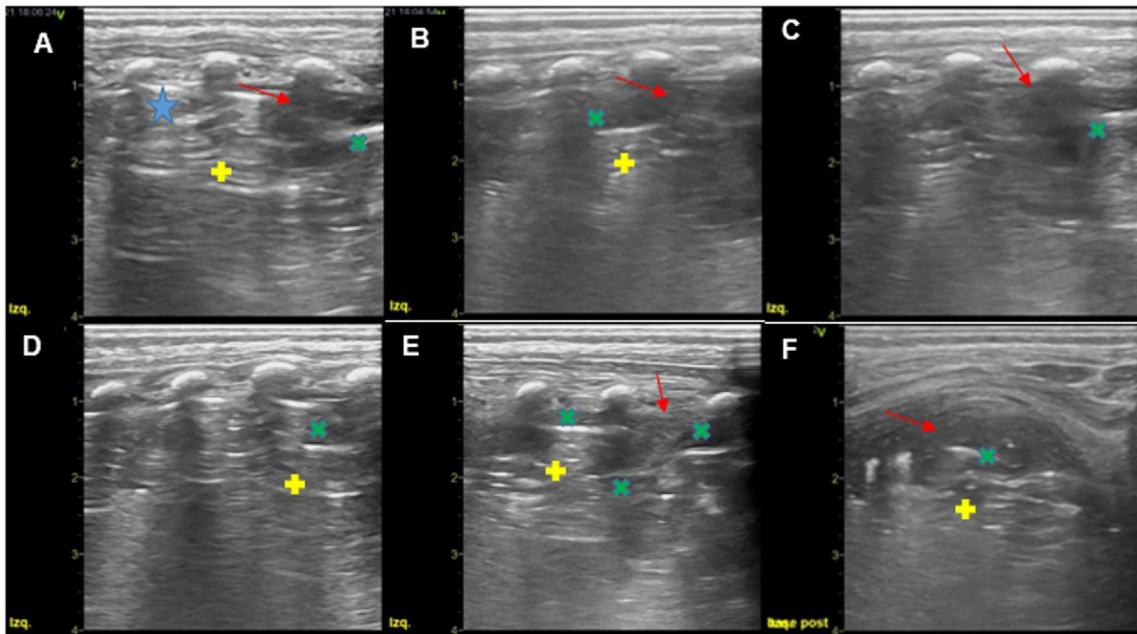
Ecografía pulmonar a los 10 días de ingreso. Sonda lineal 11L. A-E) Plano longitudinal en hemitórax posterior izquierdo (LLI): consolidación (flechas, color rojo) con artefactos hiperecogénicos lineales estáticos en su interior (signo ×, color verde y signo +, color amarillo). Este artefacto se genera por el cambio de impedancia entre parénquima pulmonar tisulizado y el neumatocele. A) Debe diferenciarse del artefacto ocasionado por neumotórax residual (estrella, color azul): Línea pleural sin deslizamiento y presencia de líneas A. E) El artefacto del neumatocele está rodeado de parénquima tisulizado (signo ×, color verde). F) Plano transversal en base posterior izquierdo: tisulización del parénquima correspondiente a la consolidación (flecha, color rojo) con artefactos hiperecogénicos incluidos (signo ×, color verde) seguidos de artefactos hiperecogénicos lineales de menor tamaño (signo +, color amarillo).
